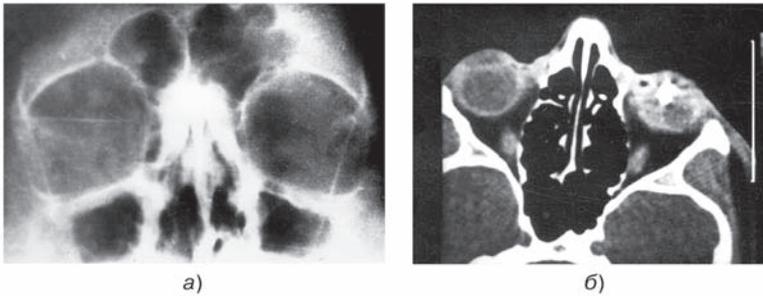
Рентгенограмма (а) и компьютерная томограмма (б) глазниц пострадавшего К. после травмы лица (ударился о лобовое стекло автомобиля при автоаварии) в аксиальной плоскости. На рентгенограмме глазниц костных повреждений и инородных тел не выявлено. При КТ обнаружено крупное ($9 \times 5 \times 4$ мм) средней интенсивности (216 НУ) инородное тело правого глаза (осколок стекла).
